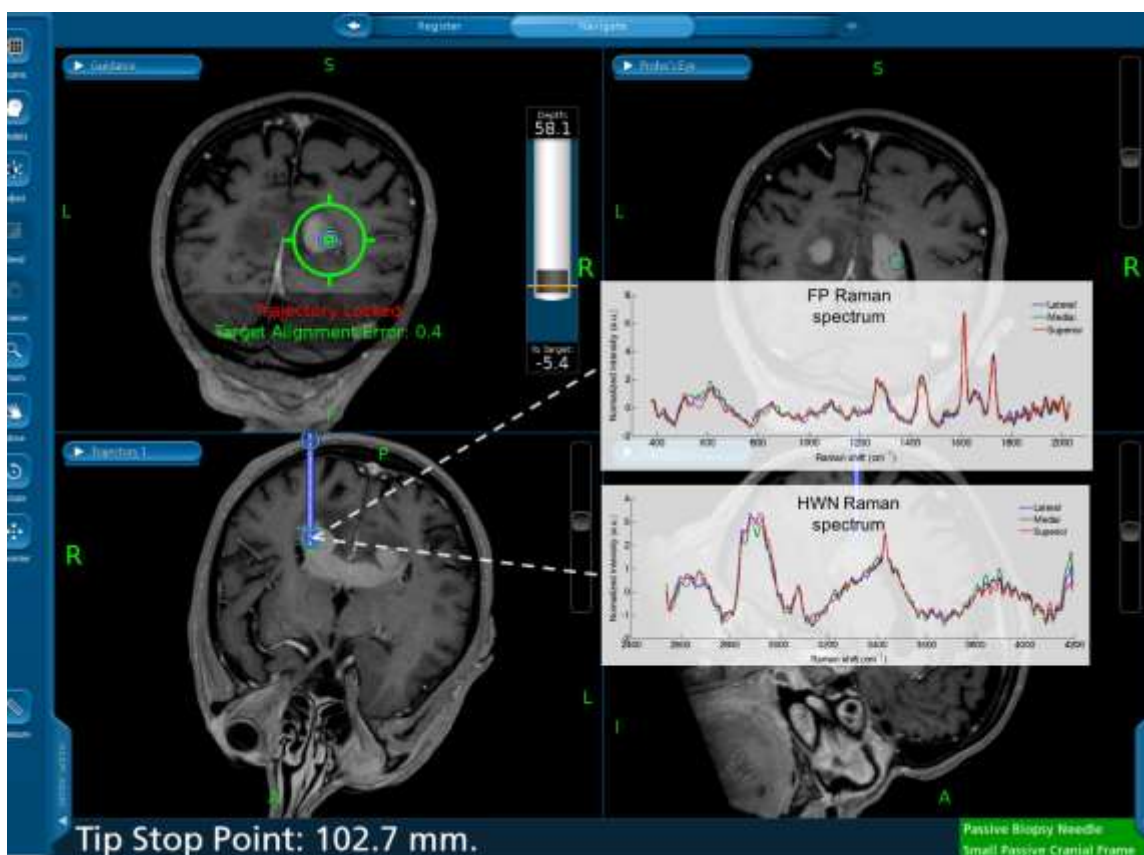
Exemple d'acquisition Raman, et positionnement de l'aiguille dans l'image RM préopératoire
